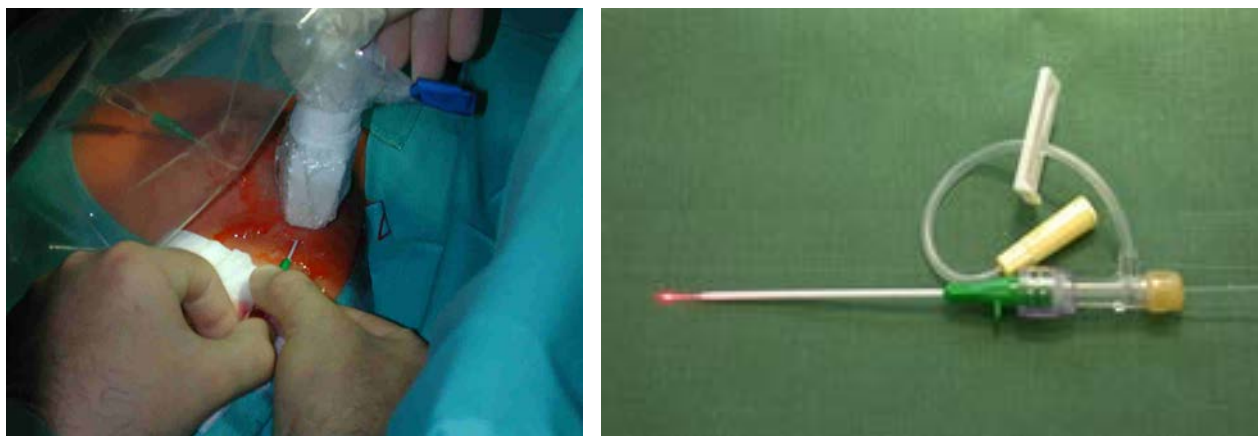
Слева - техника интерстициальной лазерной коагуляции под УЗИ-контролем, справа – устройство для проведения световода в ткань (игла и коннектор)[6]
